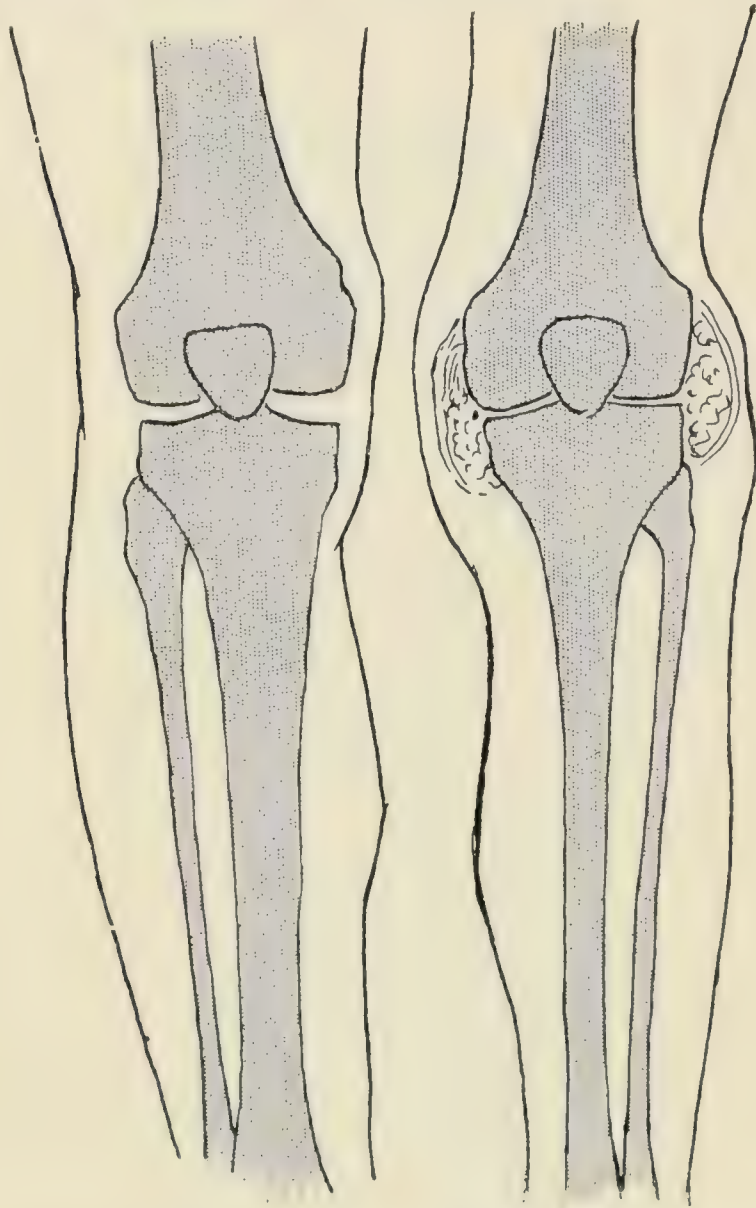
Tumor albus des Kniegelenks (nach einer Radiographie). Atrophie des Skeletts auf der kranken Seite: die Verdickung am Knie beruht auf Ausdehnung der Synovialis durch die fungösen Neubildungen. — Man vergleiche mit Fig. 1030. — Andere Differenzen für die Diagnose mit der Osteomyelitis: die Tuberkulose ergreift gewöhnlich die Gelenkenden, die Osteomyelitis fast immer die Diaphyse. Der Beginn bei Tuberkulose ist langsam, bei der Osteomyelitis akut usw.
